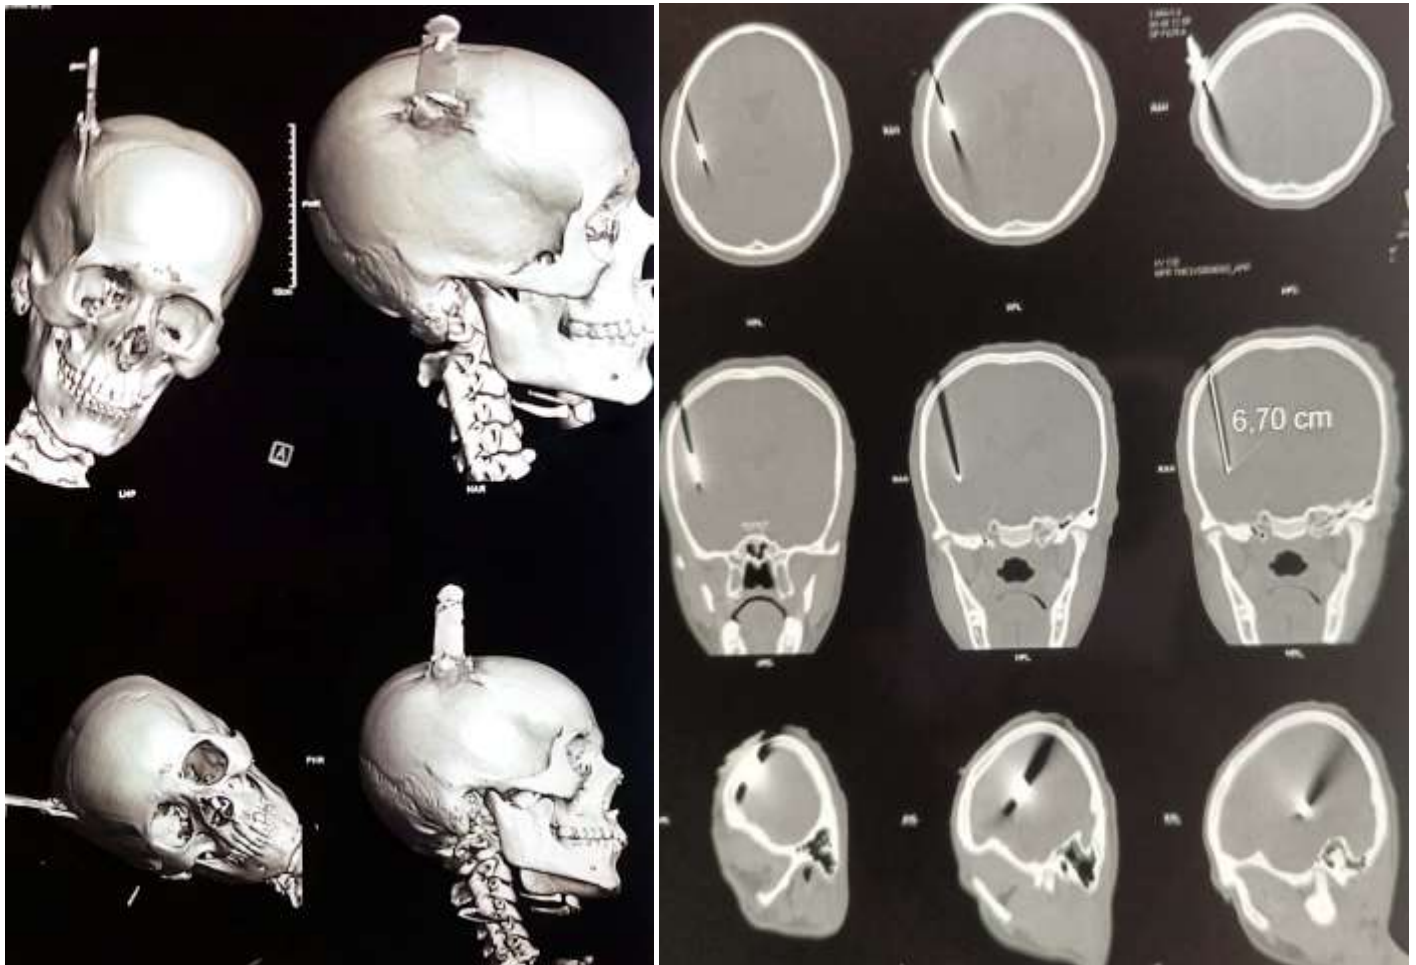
TDM cérébrale, reconstruction 3D, coupe axiale, reconstruction coronale; sagittale en fenêtre osseuse mettant en évidence un corps étranger pariétal droit.
